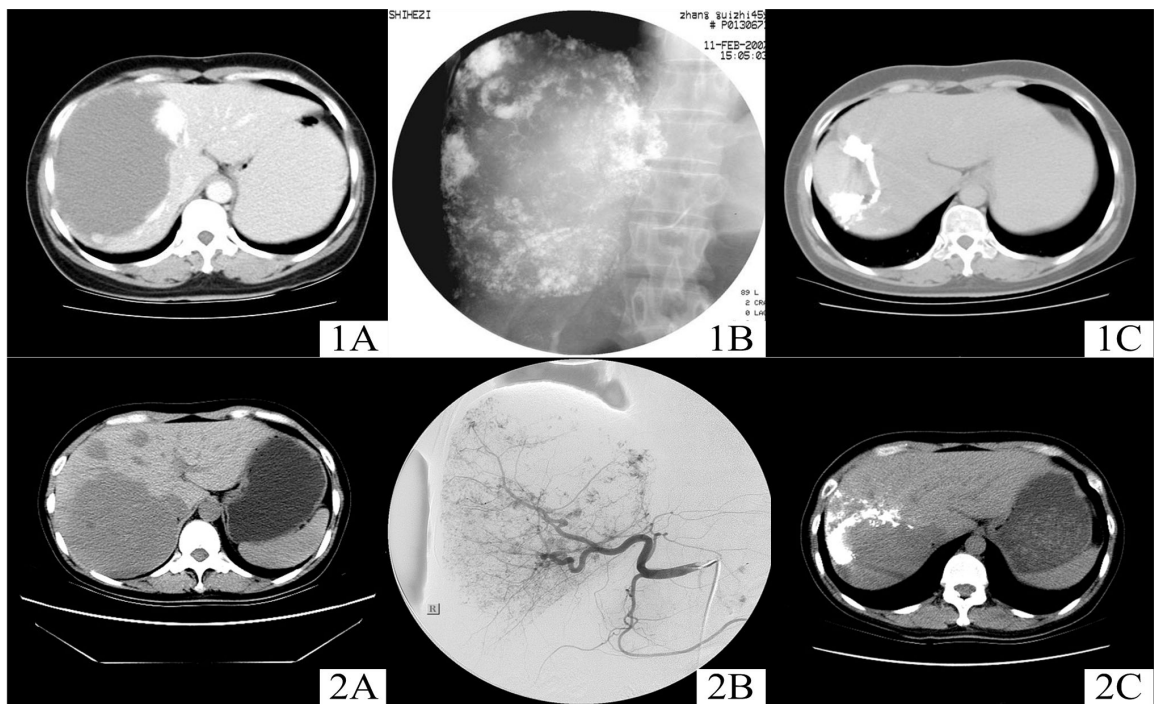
实验组 A.术前CT显示肝右叶巨大血管瘤,大小13.90 cm×10.58 cm; B.术后复查DSA图像; C.术后一年复查CT示病灶内碘油填充,大小6.57 cm×5.80 cm
